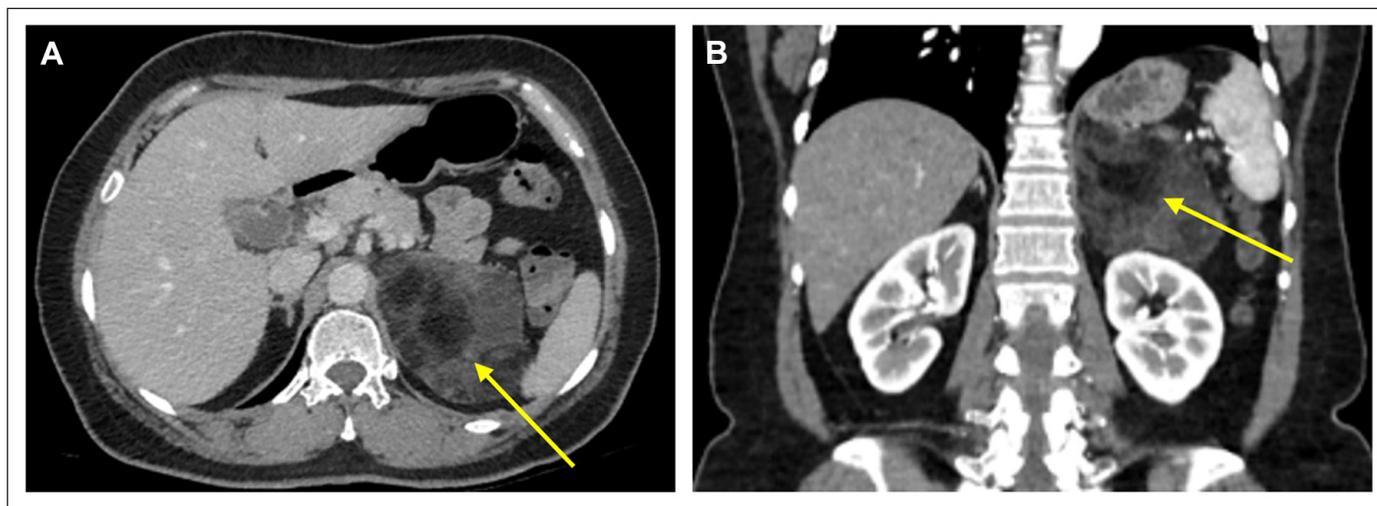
A y B. Imágenes de la TC donde se visualiza el tumor en la glándula suprarrenal izquierda y su relación con los órganos abdominales.
